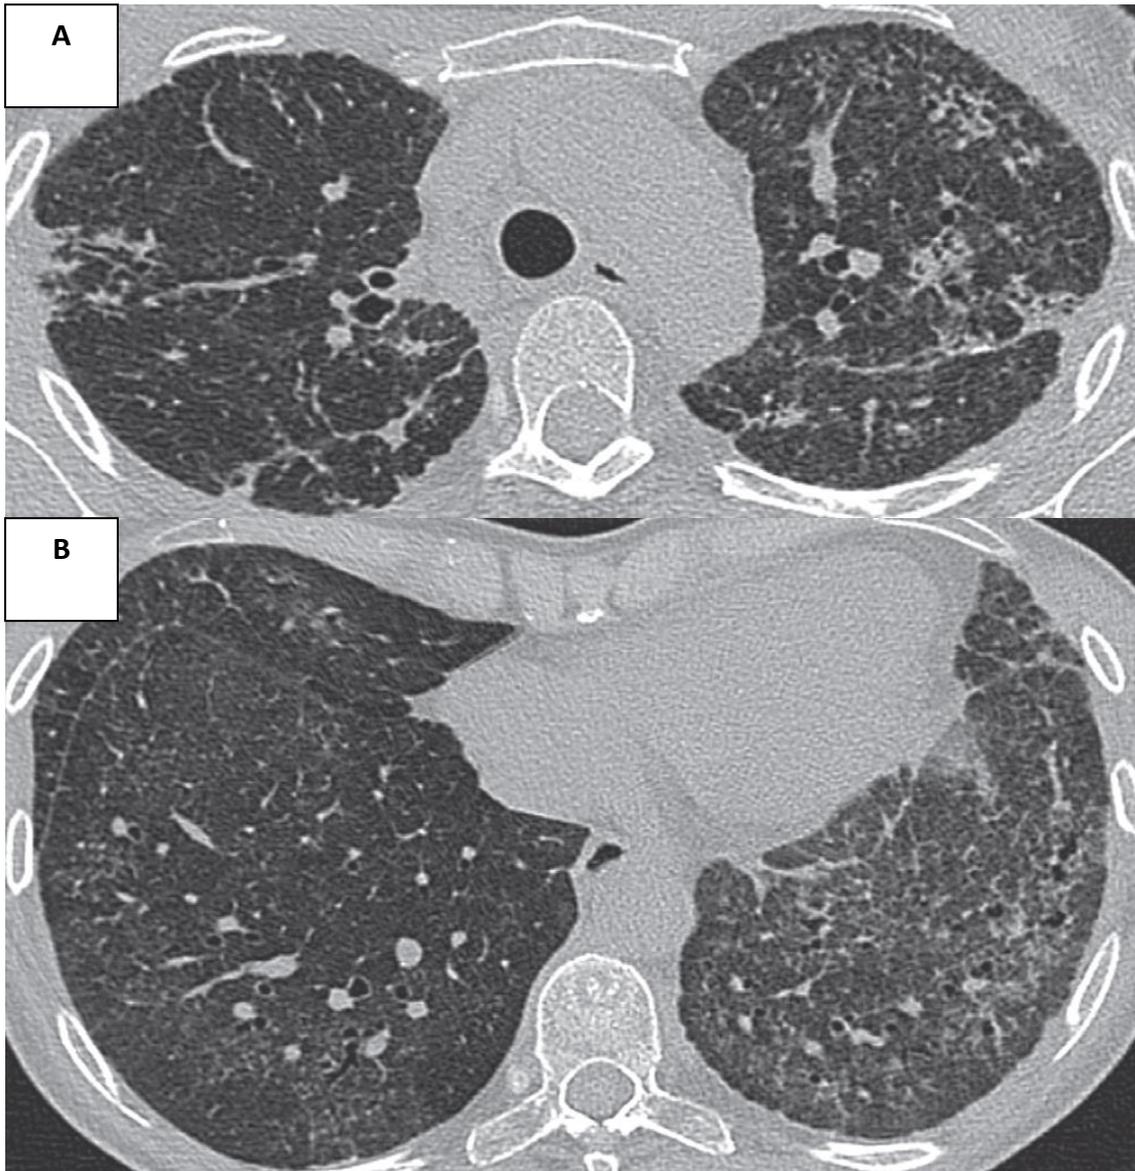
A y B) La TC de tórax muestra un engrosamiento pleural y subpleural con cambios fibróticos moderados en el parénquima marginal. Nótese la existencia de bronquiectasias por tracción y áreas de panalización (flecha roja).
